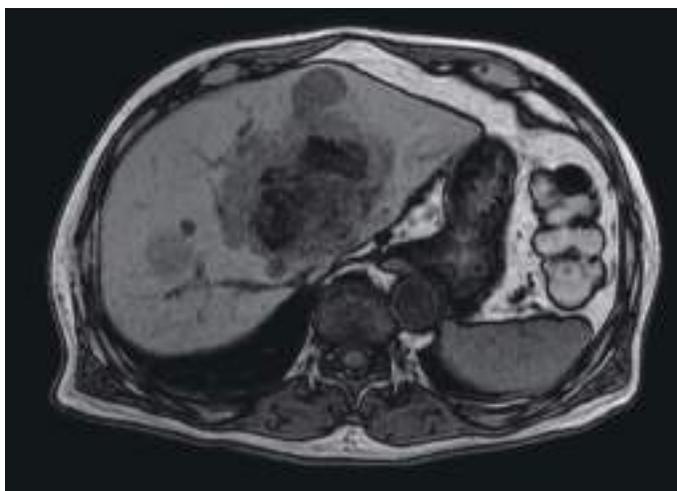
腹部 MRI T1WI (out of phase)
